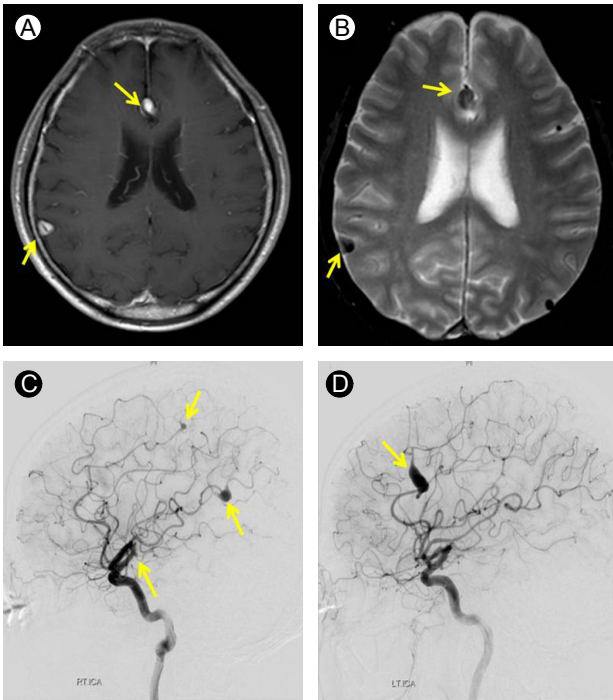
Horizontal view of a brain MRI shows multiple dilated vascular structures in the inter-hemispheric fissure and sulci in a (A) T1 image and (B) T2 image (C, D). Transfemoral cerebral angiography demonstrated unruptured aneurysms at the origin of the right anterior choroidal artery, right distal middle cerebral artery, distal anterior cerebral artery, and left distal anterior cerebral artery.
